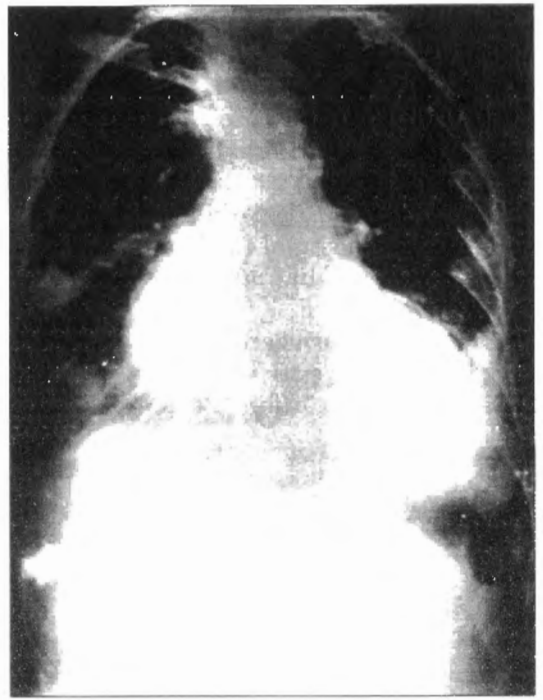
İnfrapulmoner sıvı lateral dekubitus grafisi.
